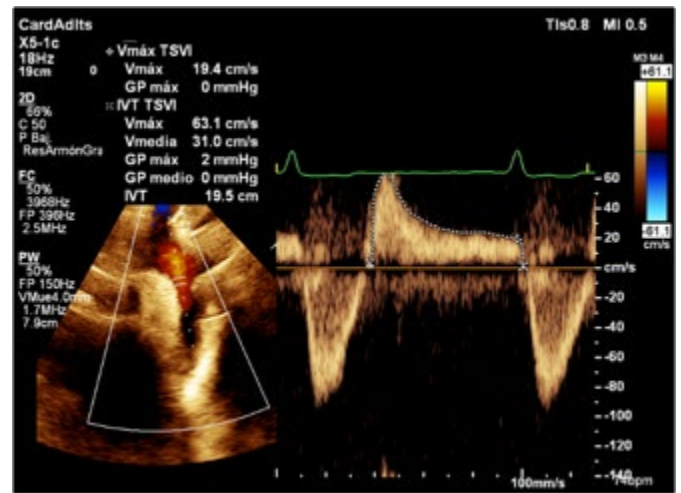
Doppler Pulsado en Ao Tx descendente. Signo de IAO severa si la velocidad del flujo de fin de diástole es > 20 cm/s, o el VTI del FHDR > 15 .
